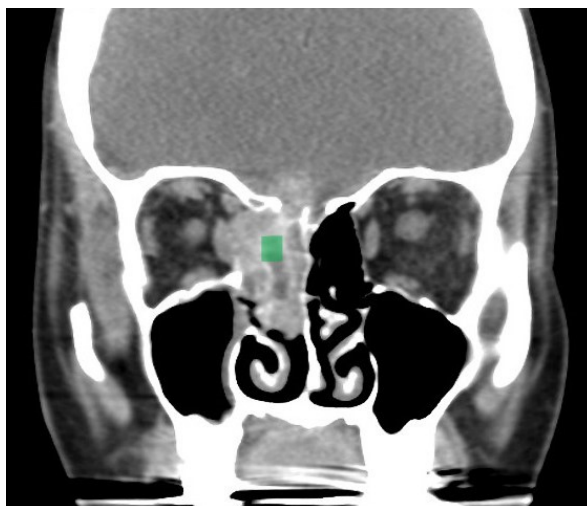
TC frontale di ONB.
